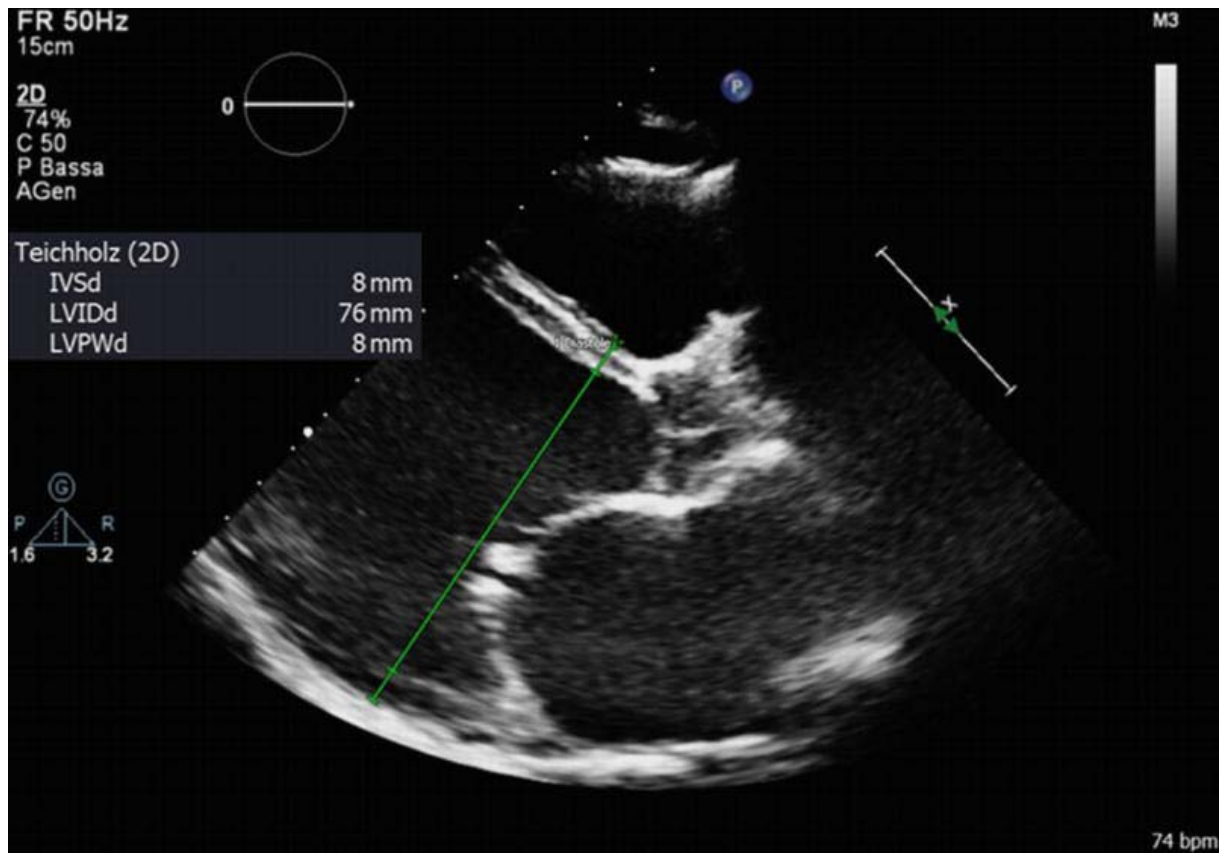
Échocardiographie transthoracique d'une cardiomyopathie dilatée, vue parasternale grand axe avec mise en évidence d'une dilatation significative du ventricule gauche (VG). Il convient de noter la présence d'une dilatation annulaire de la valve mitrale, accompagnée d'une réduction de la coaptation.
